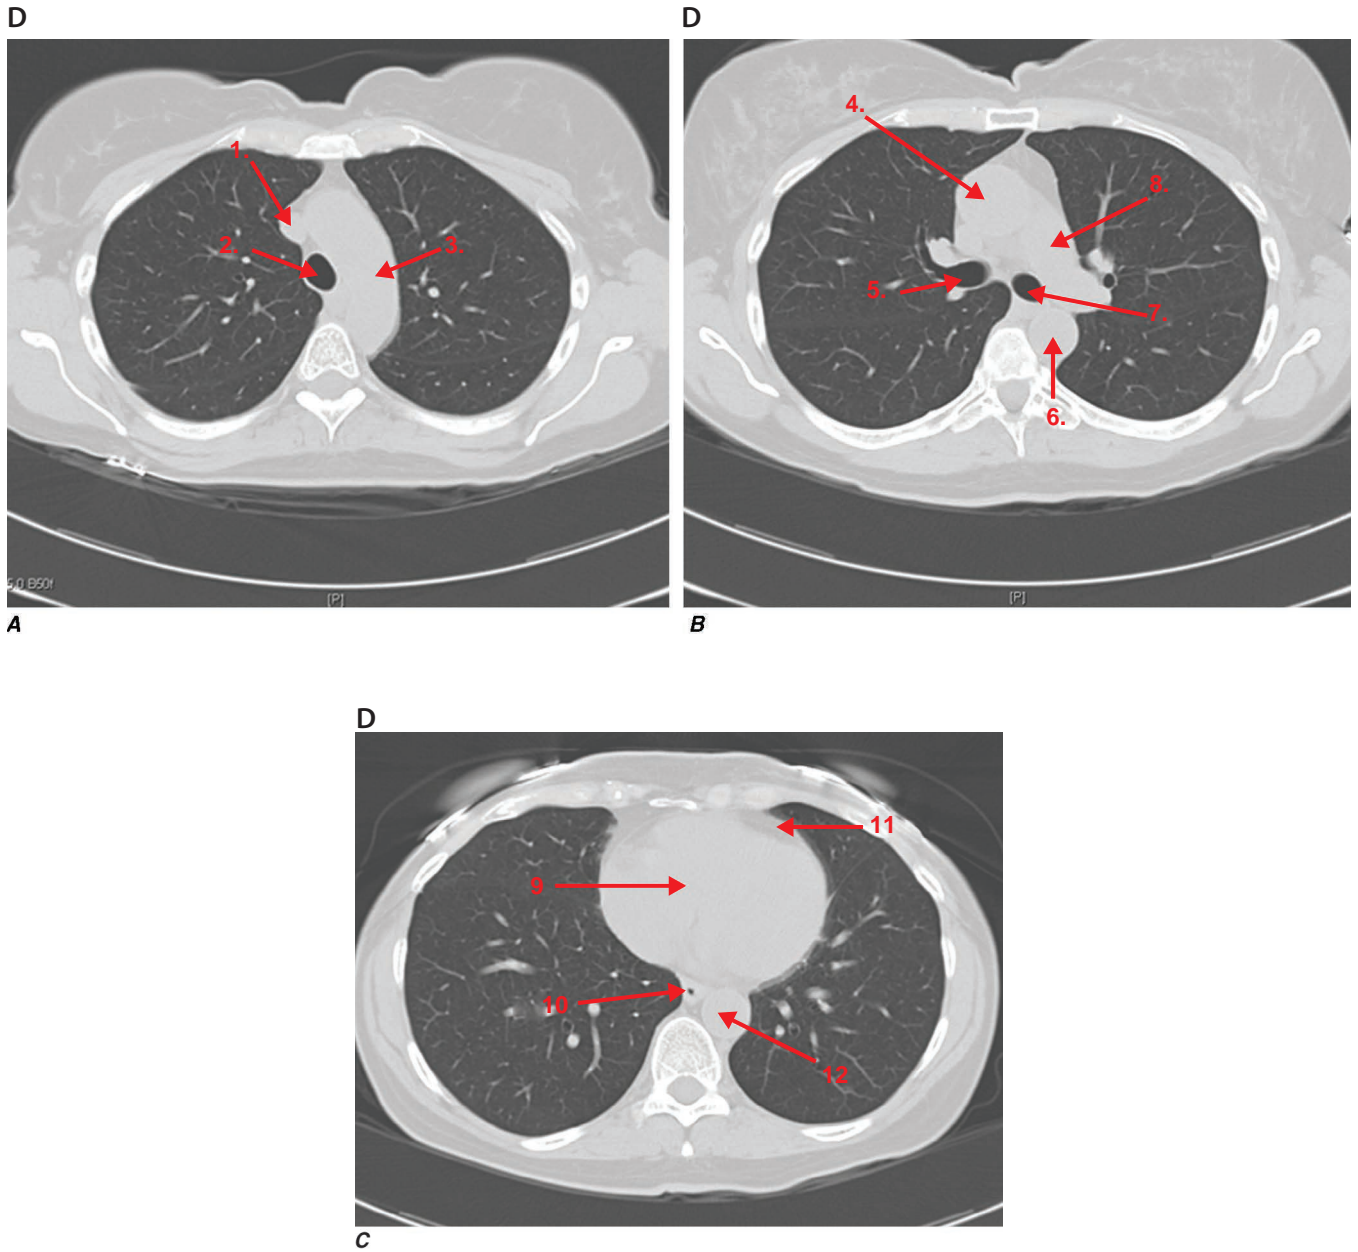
2 Tomografie computerizată toracică normală – anatomie. 1. Vena cavă superioară. 2. Traheea. 3. Arcul aortic. 4. Aorta ascendentă. 5. Bronhia principală dreaptă. 6. Aorta descendentă. 7. Bronhia principală stângă. 8. Artera pulmonară principală. 9. Cordul. 10. Esofagul. 11. Pericardul. 12. Aorta descendentă.
